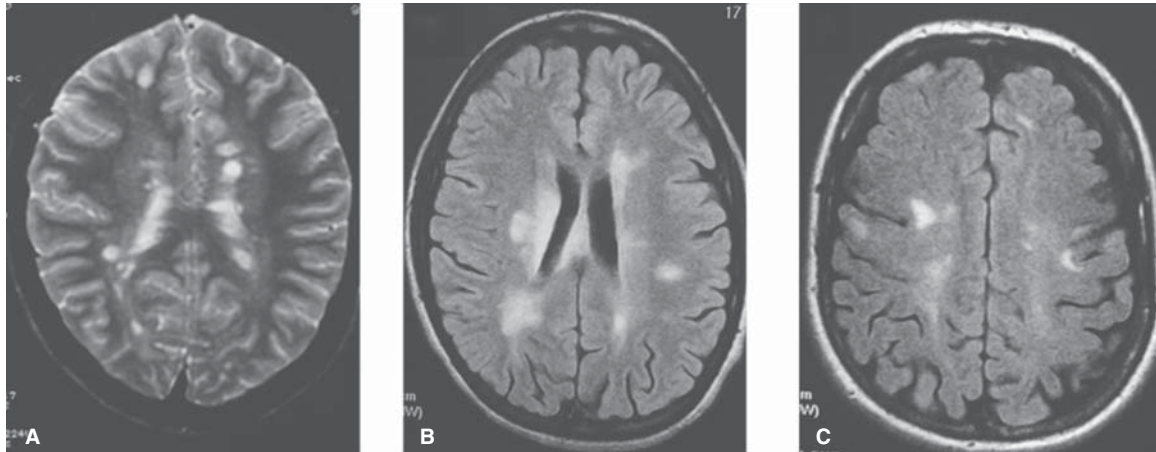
Esclerosis múltiple. RM con secuencias con información T2. A) Eco de espín. B) y C) FLAIR. A) y B) Lesiones periventriculares perpendiculares al eje de los ventrículos. C) Lesiones subcorticales con compromiso de fibras U.
